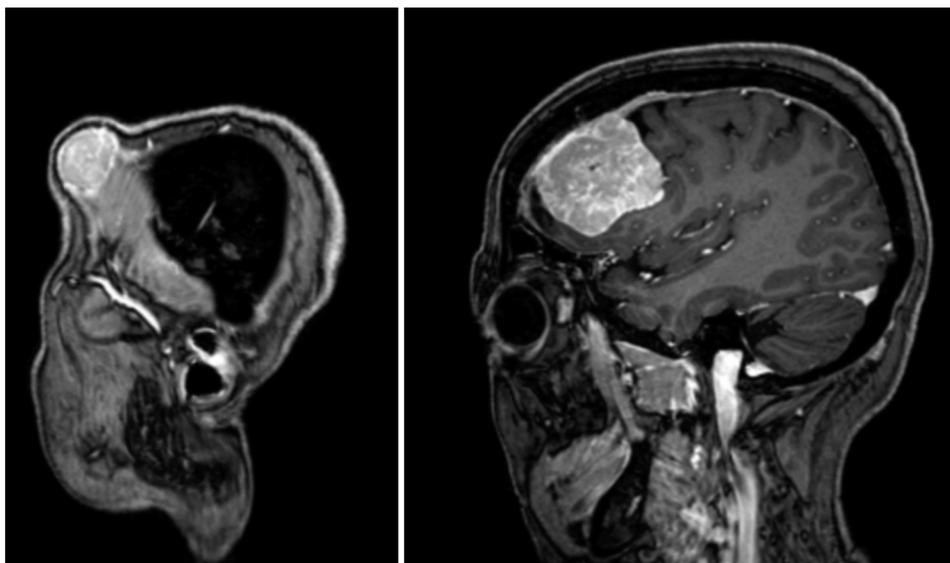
RM craneal sagital con contraste gadolinio, cortes consecutivos, mostrando una lesión metastásica extracraneal invadiendo hueso e intracraneal extraaxial.
